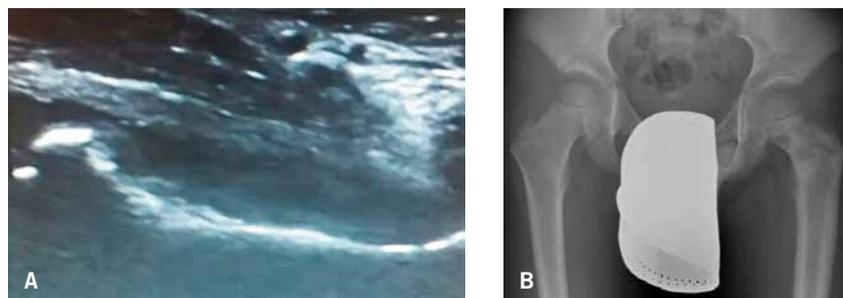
Artritis de cadera en paciente con sarcoma de Ewing. A. Ecografía articular mostrando artritis de cadera y desflecamiento de la cortical de cuello femoral. B. Radiografía de pelvis en la que se observa alteración de la densidad ósea y levantamiento en capas de cebolla de cuello y tercio proximal de fémur izquierdo.
